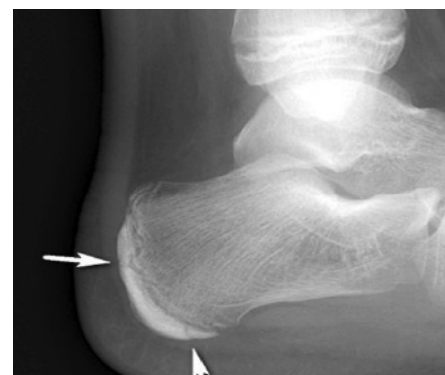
Radiografía medial talon derecho, mostrando esclerosis y ensanchamiento de la placa y crecimiento, hallazgos compatibles con apofisitis calcanea.
